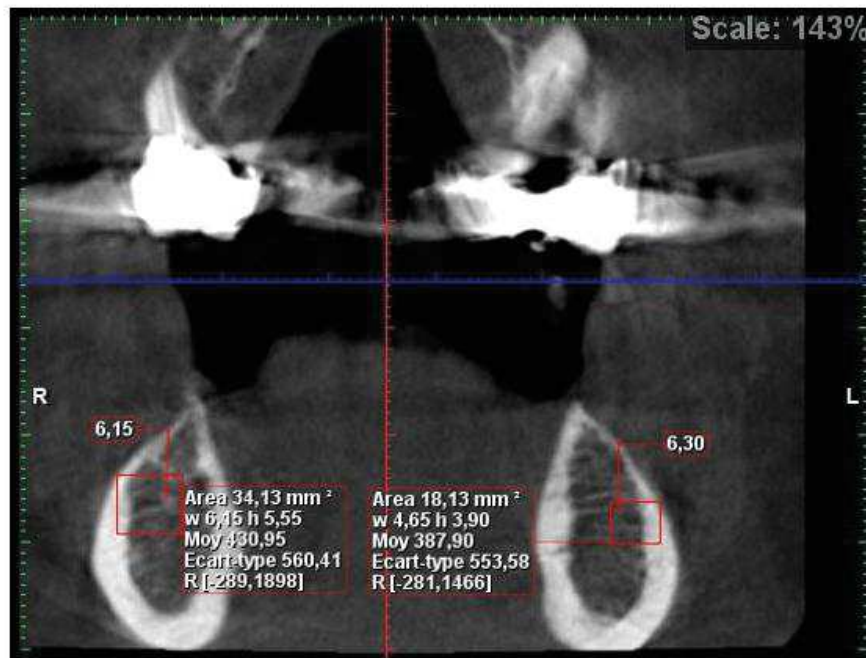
Mesure de la hauteur osseuse sur un CBCT à la mandibule entre le nerf alvéolaire inférieur et la crête osseuse
